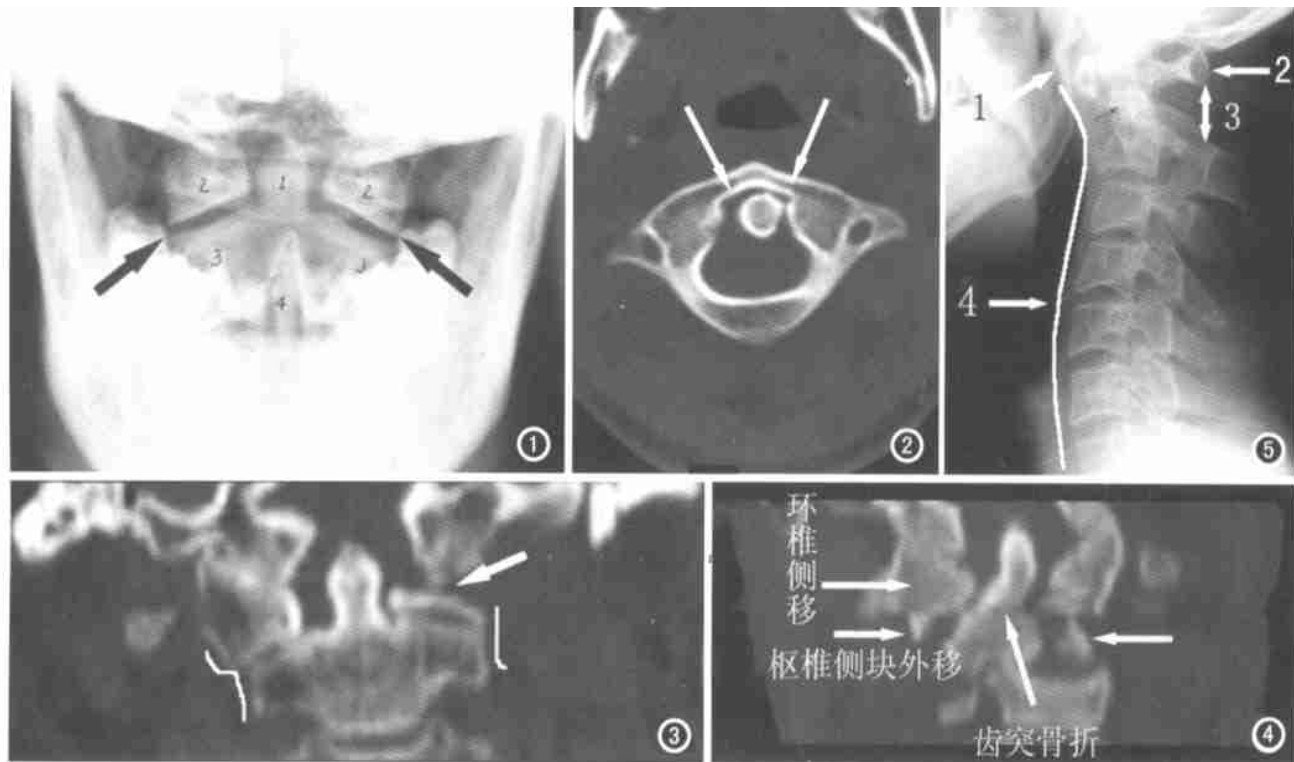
正常颈椎开口位正位照片示环椎外侧缘相互连续,呈光滑的弧线(箭)。图 2 环椎旋转患者齿突与两侧侧块间的距离不等(箭)。CT 平行于 C₁ 椎体层面的轴位扫描完整地显示 C₁ 的前后弓。图 3 C₁ 椎体左侧侧块肿瘤患者 CT 3D 重建示左侧侧块破坏(箭),环椎向右侧移位。图 4 CT 冠状面重建可明显显示齿突骨折和移位情况。图 5 齿突骨折伴环椎前脱位。环椎与齿突前移,咽后软组织增厚(箭 1),环椎后弓前移(箭 2),C₁ 椎体前倾。C₁、C₂ 棘突间隙加大(箭 3),下颈椎代偿前突(箭 4)。
